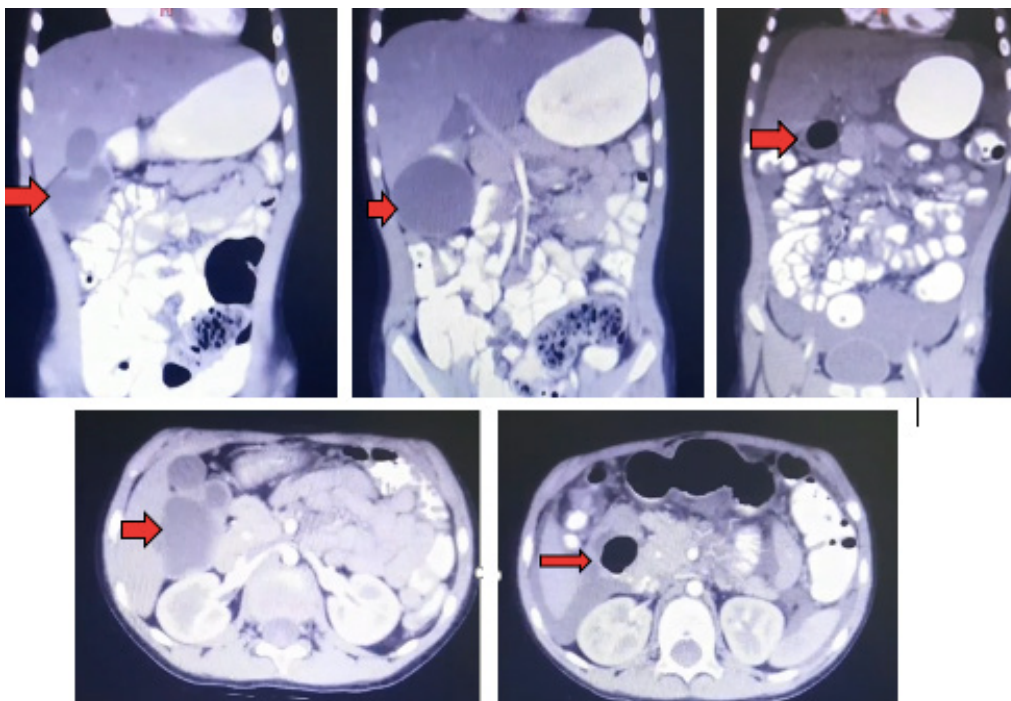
Tomografía computarizada donde se observa la imagen quística entre el hígado, riñón derecho y colon. Se observa un hígado normal y una vesícula biliar distendida. Fuente: elaboración propia.
